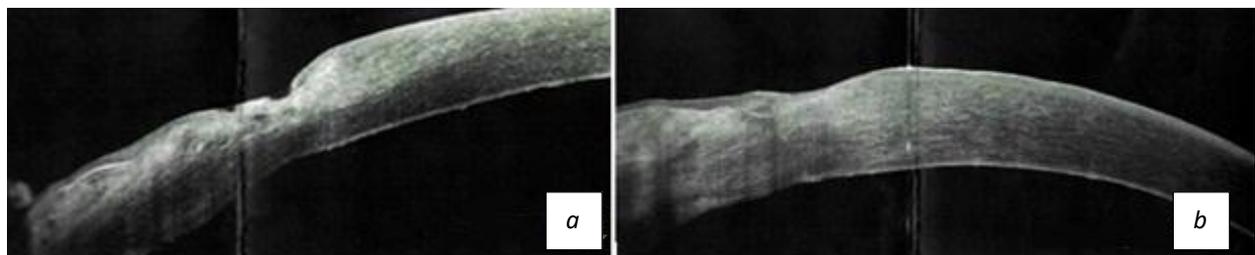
Оптическая когерентная томография роговицы: *a* — зона язвы роговицы OD, *b* — зона эрозии роговицы OS.
